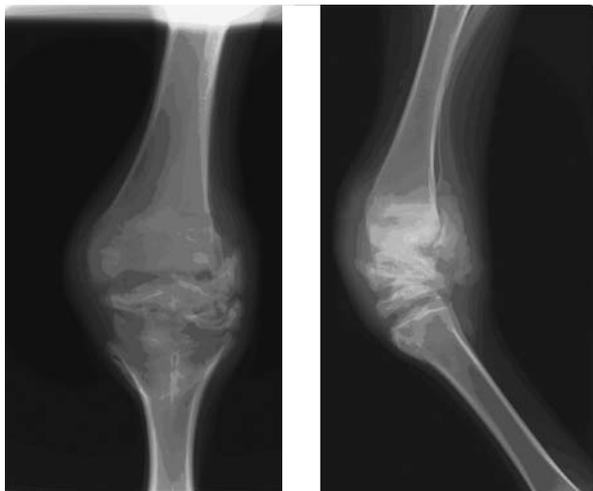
症例2の第119病日のX線検査所見（左図：頭一尾側像，右図：ラテラル像）
